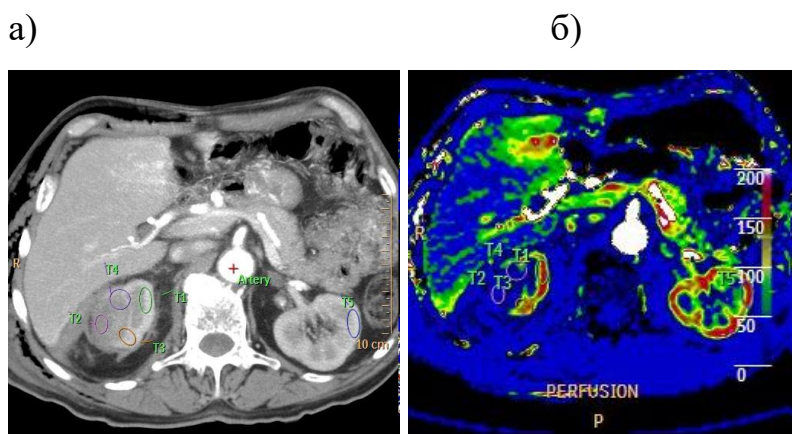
а) КТ брюшной полости с в/в контрастированием у больного РП с/pT1aN0M0 в первые сутки после криоабляции, зона выпадения контрастирования соответствует опухоли. б) КТ перфузия той же зоны в первые сутки после криоабляции с точками измерения.
